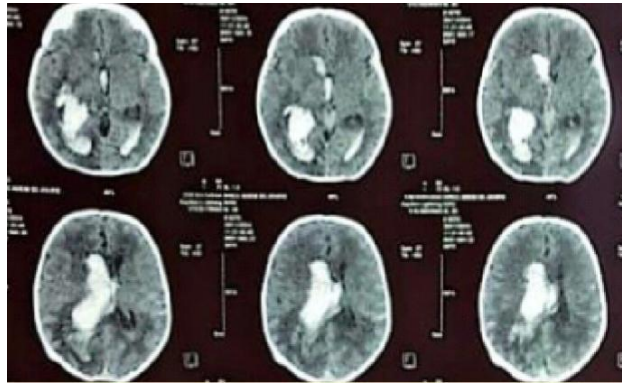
TDM cérébrale initiale (J1–J3) : hémorragie intraventriculaire abondante prédominant dans les ventricules latéraux, avec début de dilatation ventriculaire, chez un nouveau-né thrombopénique
